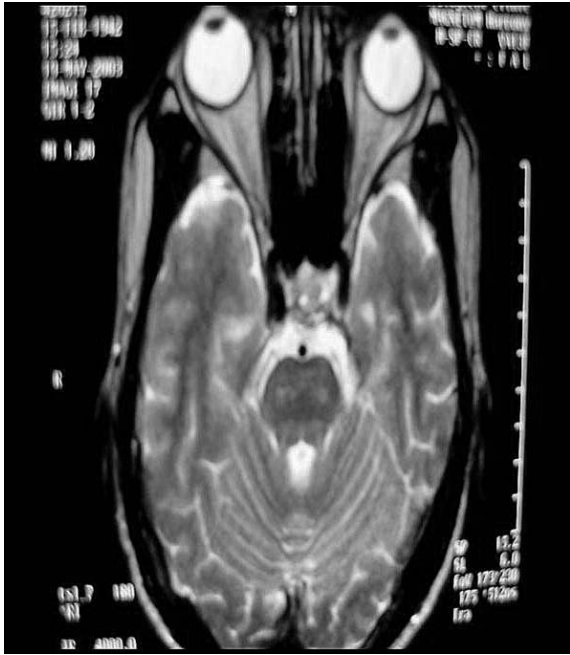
Brain MRI showed no mass and abnormal signal intensity lesion
